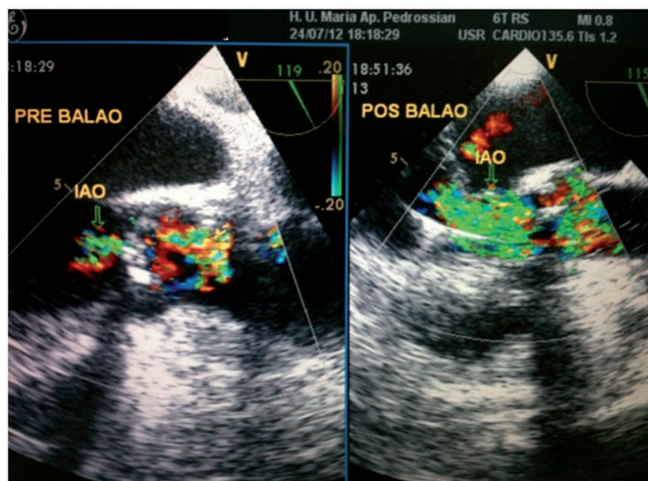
Ecocardiograma transesofágico demonstrando aumento da insuficiência aórtica após valvoplastia por cateter-balão
